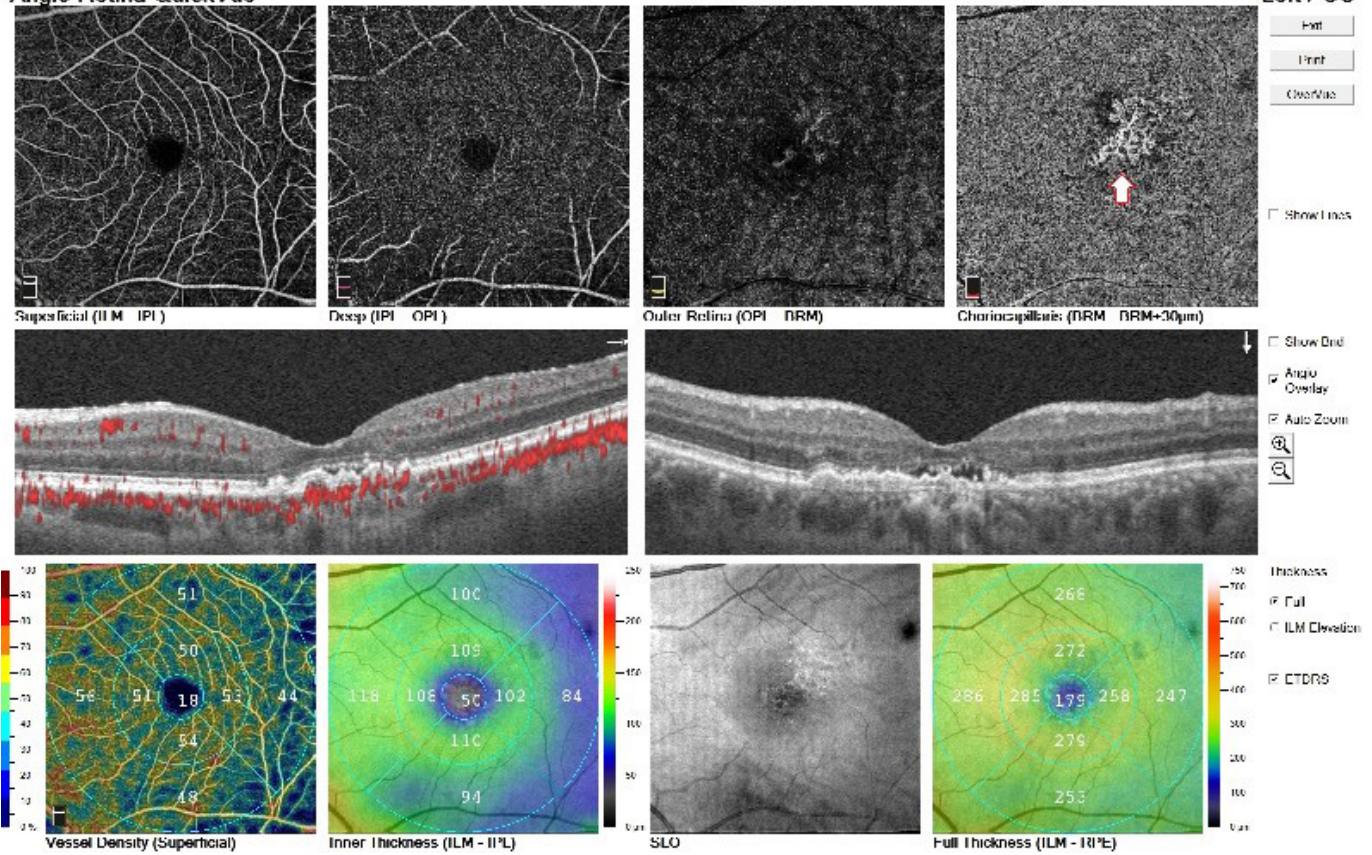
Pakikoroid neovaskülopatili gözde optik koherens tomografide, neovasküler proliferasyonu temsil eden sıg, geniş ve irregüler pigment epitel dekolmanı ve subretinal sıvı görülmektedir.
